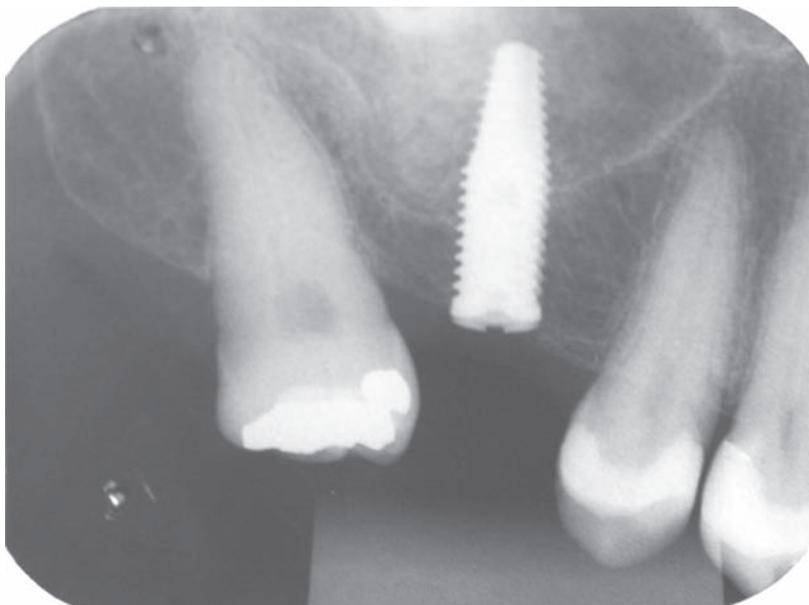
Aspecto radiográfico periapical após o preenchimento da cavidade sinusal com osso autógeno particulado, seguido pela instalação imediata do implante.
